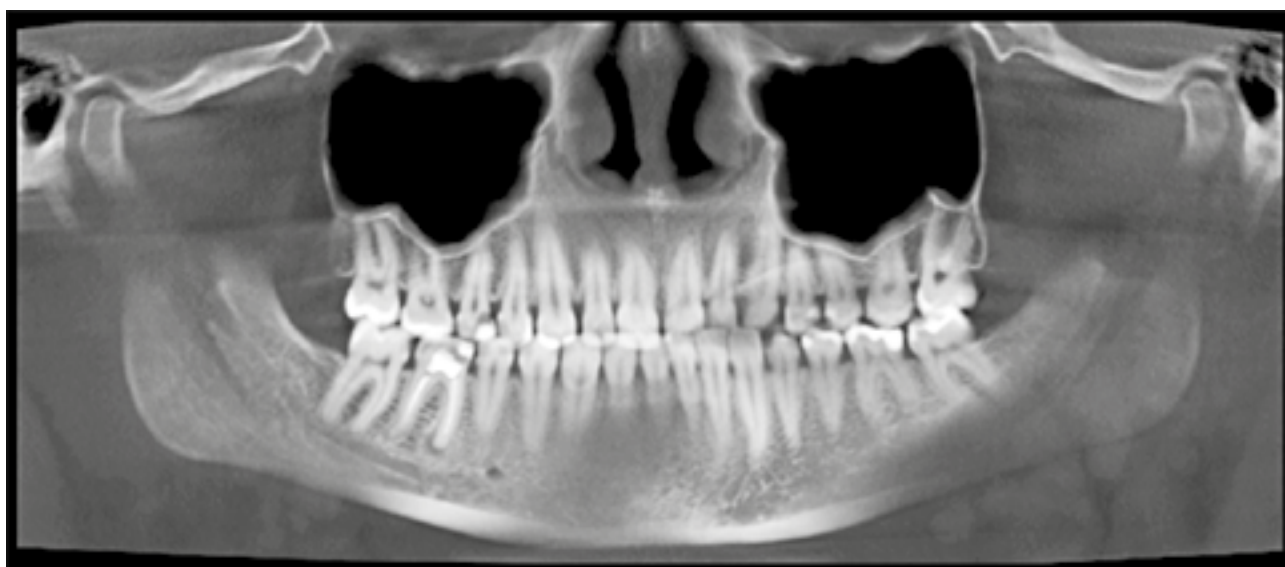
Radiografie panoramică
